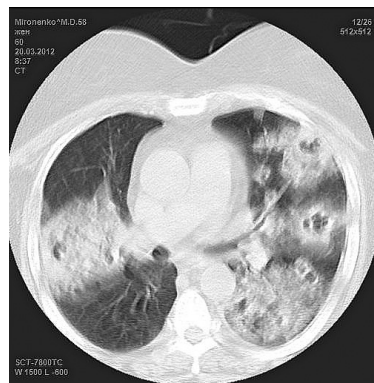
КТ больной М. при поступлении (описание в тексте)
